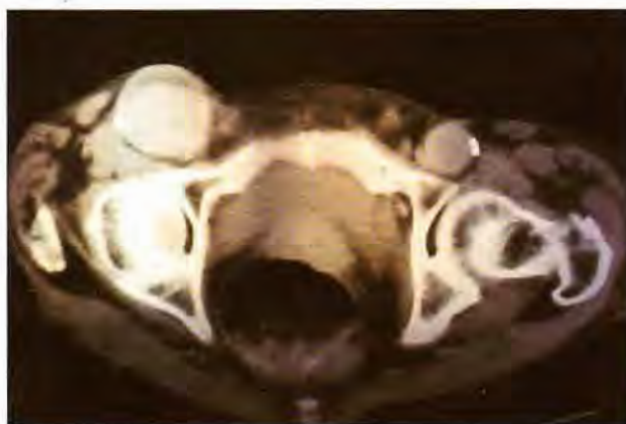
Imagen CT de falso aneurisma femoral.
